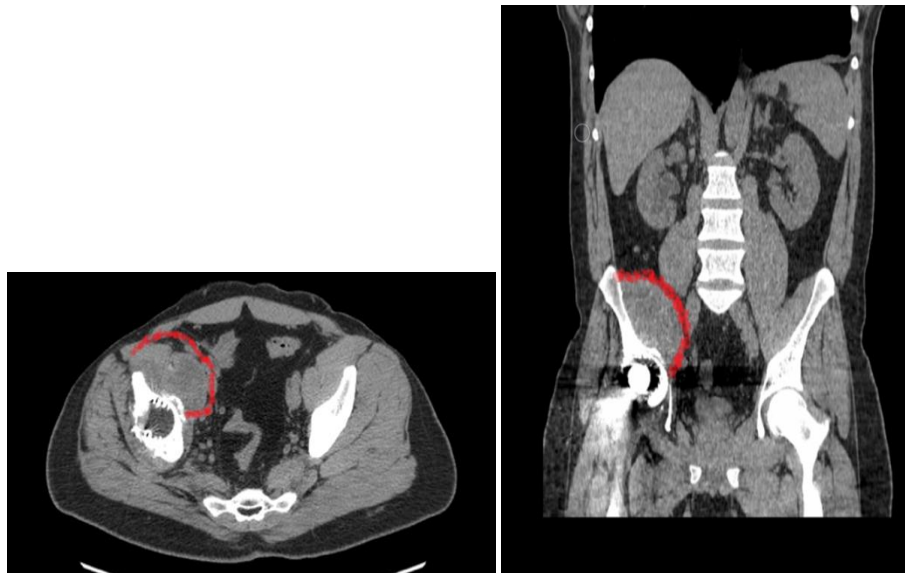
«Илиопсоас-абсцесс» на компьютерной томограмме
